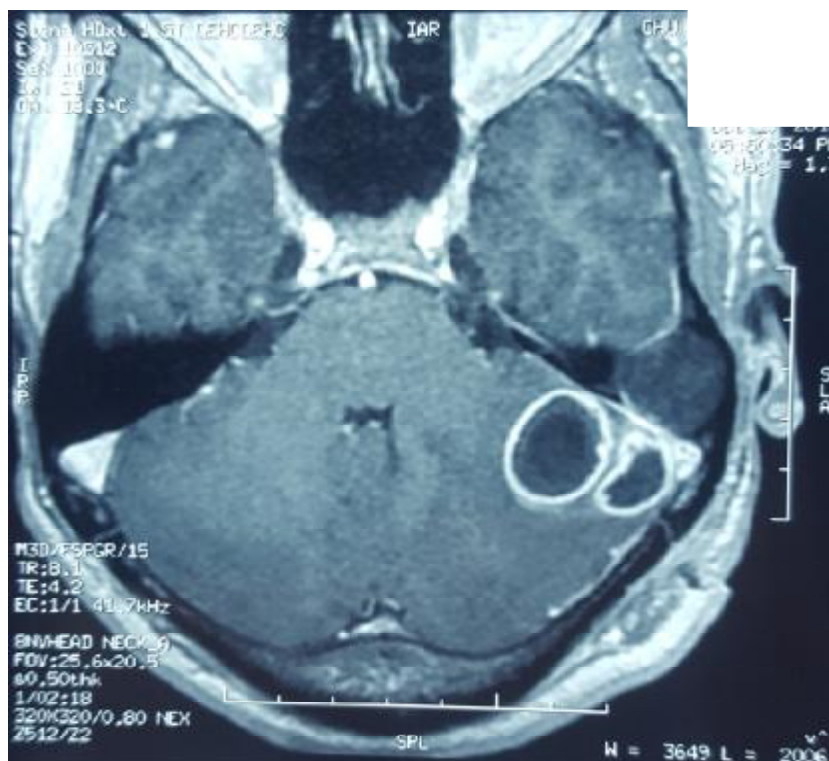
(patient de la figure 61): IRM cérébrale en séquence T1 avec Gadolinium objectivant deux lésions hypointenses rehaussées en périphérie sous la forme d'une coque épaisse et régulière, siégeant au niveau de l'hémisphère cérébelleux gauche, évocatrices d'abcès cérébelleux.
